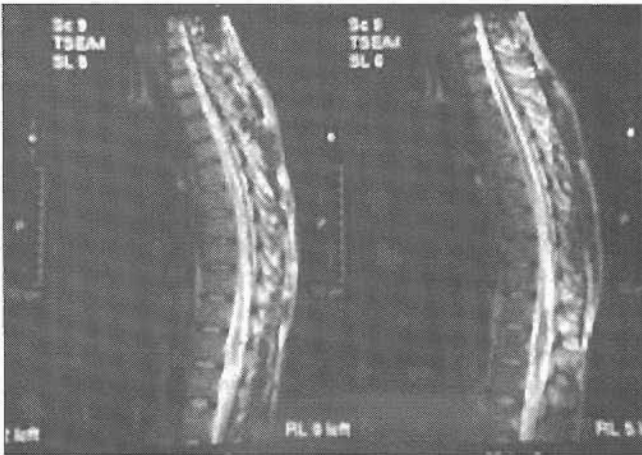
Caso 2: RM en secuencias ponderadas en T_2 , que muestran una atrofia del cordón medular y una lesión de aspecto arrosariado que se sitúa, extramedularmente, en la cara posterior y se extiende desde D8 a D11.
